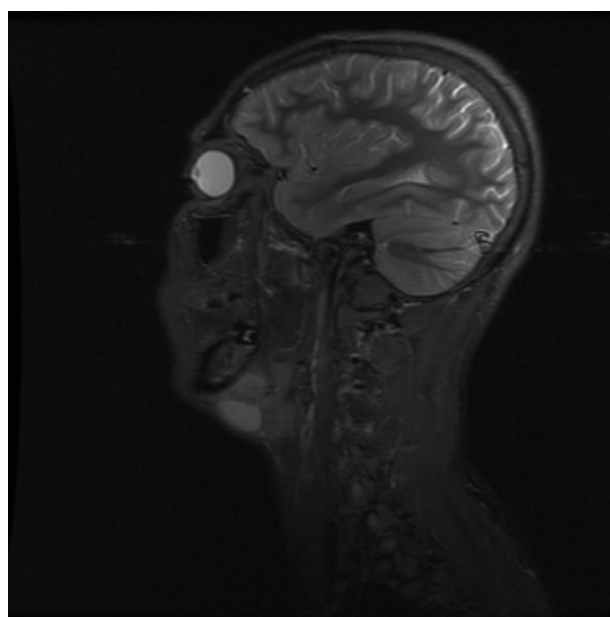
RMN, septos con captación de contraste.
